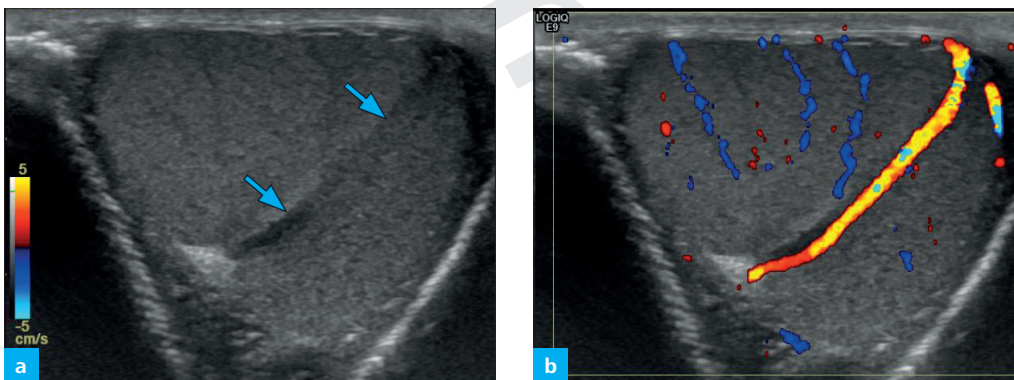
(a) Die transmediastinale Arterie zeigt sich im axialen B-Bild als quer durch den Hoden reichende echoarme tubuläre Struktur (Pfeile); (b) korrespondierende Doppler-Sonographie
